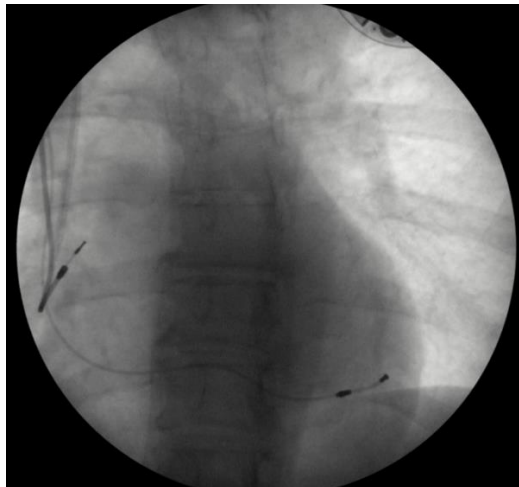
Radiografie torace postero-anterioară: Stimulator cardiac bicameral pentru terapie de resincronizare cardiacă de tip stimulare cu fuziune: sondă bipolară la nivelul urechii atrului drept și sondă de electrostimulare bipolară la nivelul unui ram lateral al sinusului coronar.
